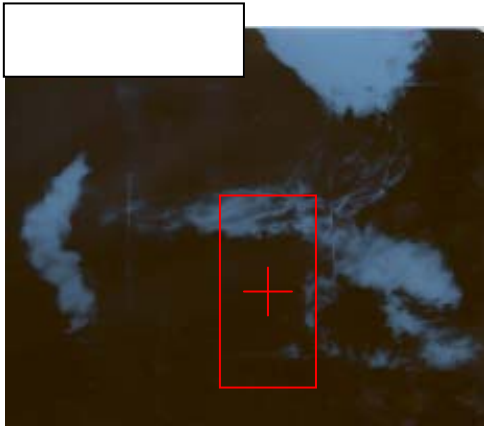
Предлучевая подготовка при облучении парааортальных лимфатических узлов брюшной полости: а – рентгенопометрия с контрастированием желудка и 12-перстной кишки; б- компьютерная томограмма (топограмма) с пероральным контрастированием
